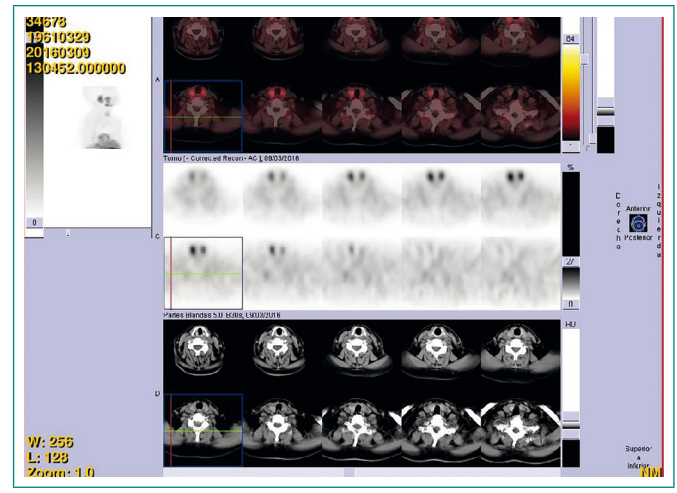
SPECT/TC de paratiroides postapoplejía
